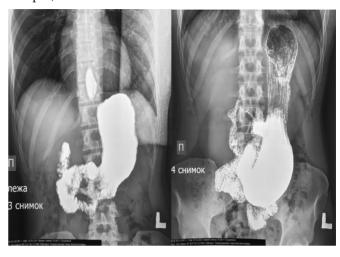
A, B. P-скопия желудка в положениях лежа (1A) и стоя (1B) Fig. 1. A, B. X-ray of the stomach in the supine (1A) and standing (1B) positions
